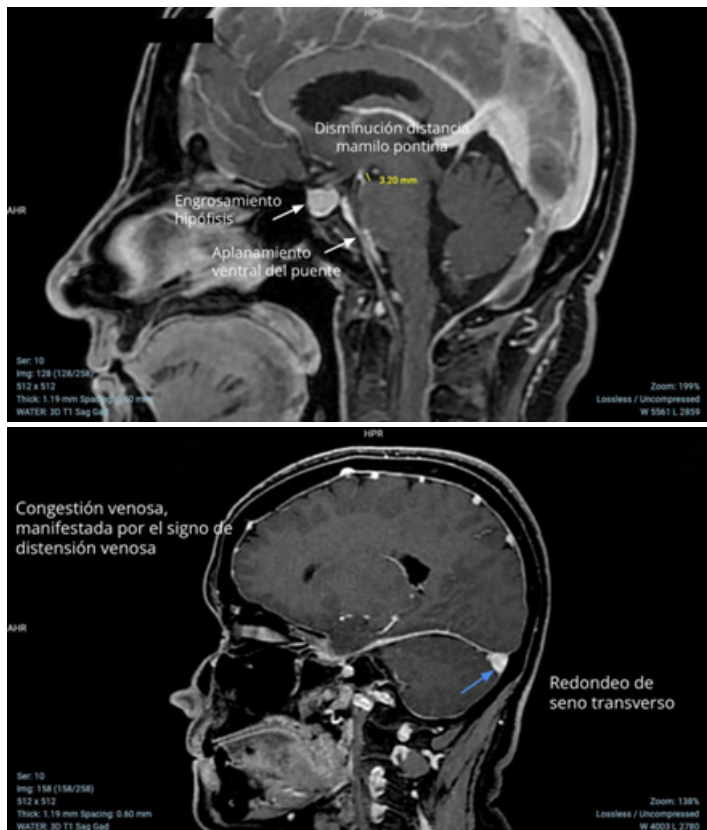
Se observan signos de hundimiento del cerebro, en el primer corte sagital RM (arriba) se identifica la disminución de la distancia mamilo-pontina, el engrosamiento hipofisiario y el aplanamiento ventral del puente. En el segundo corte sagital de RM se observa congestión venosa y el redondeo del seno transversal con convexidad de sus paredes como consecuencia del SIH.
